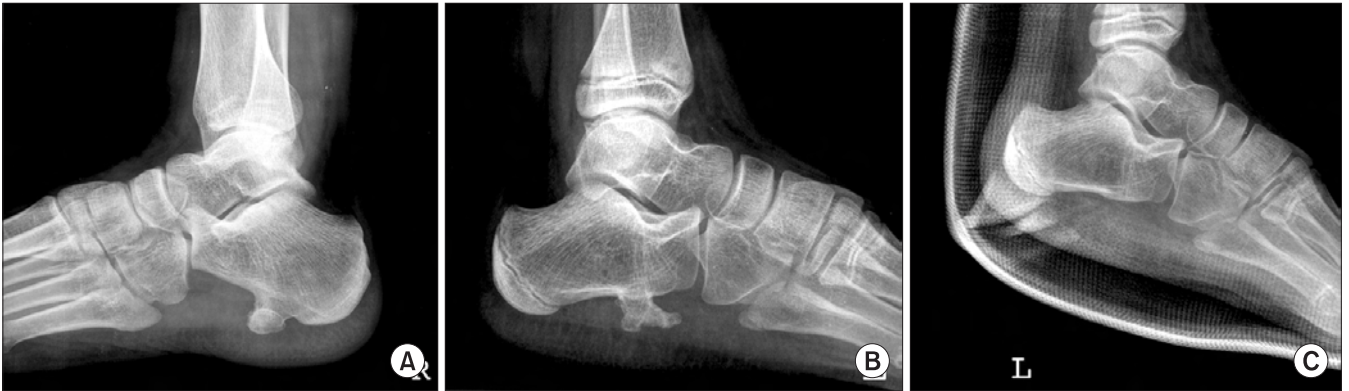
(A) An exophytic osseous mass at plantar surface of calcaneus was found in radiograph. (B) A large exophytic osseous mass at plantar surface of calcaneus was found in plain-film radiograph. (C) Postoperative radiograph showed excised osteochondroma.
